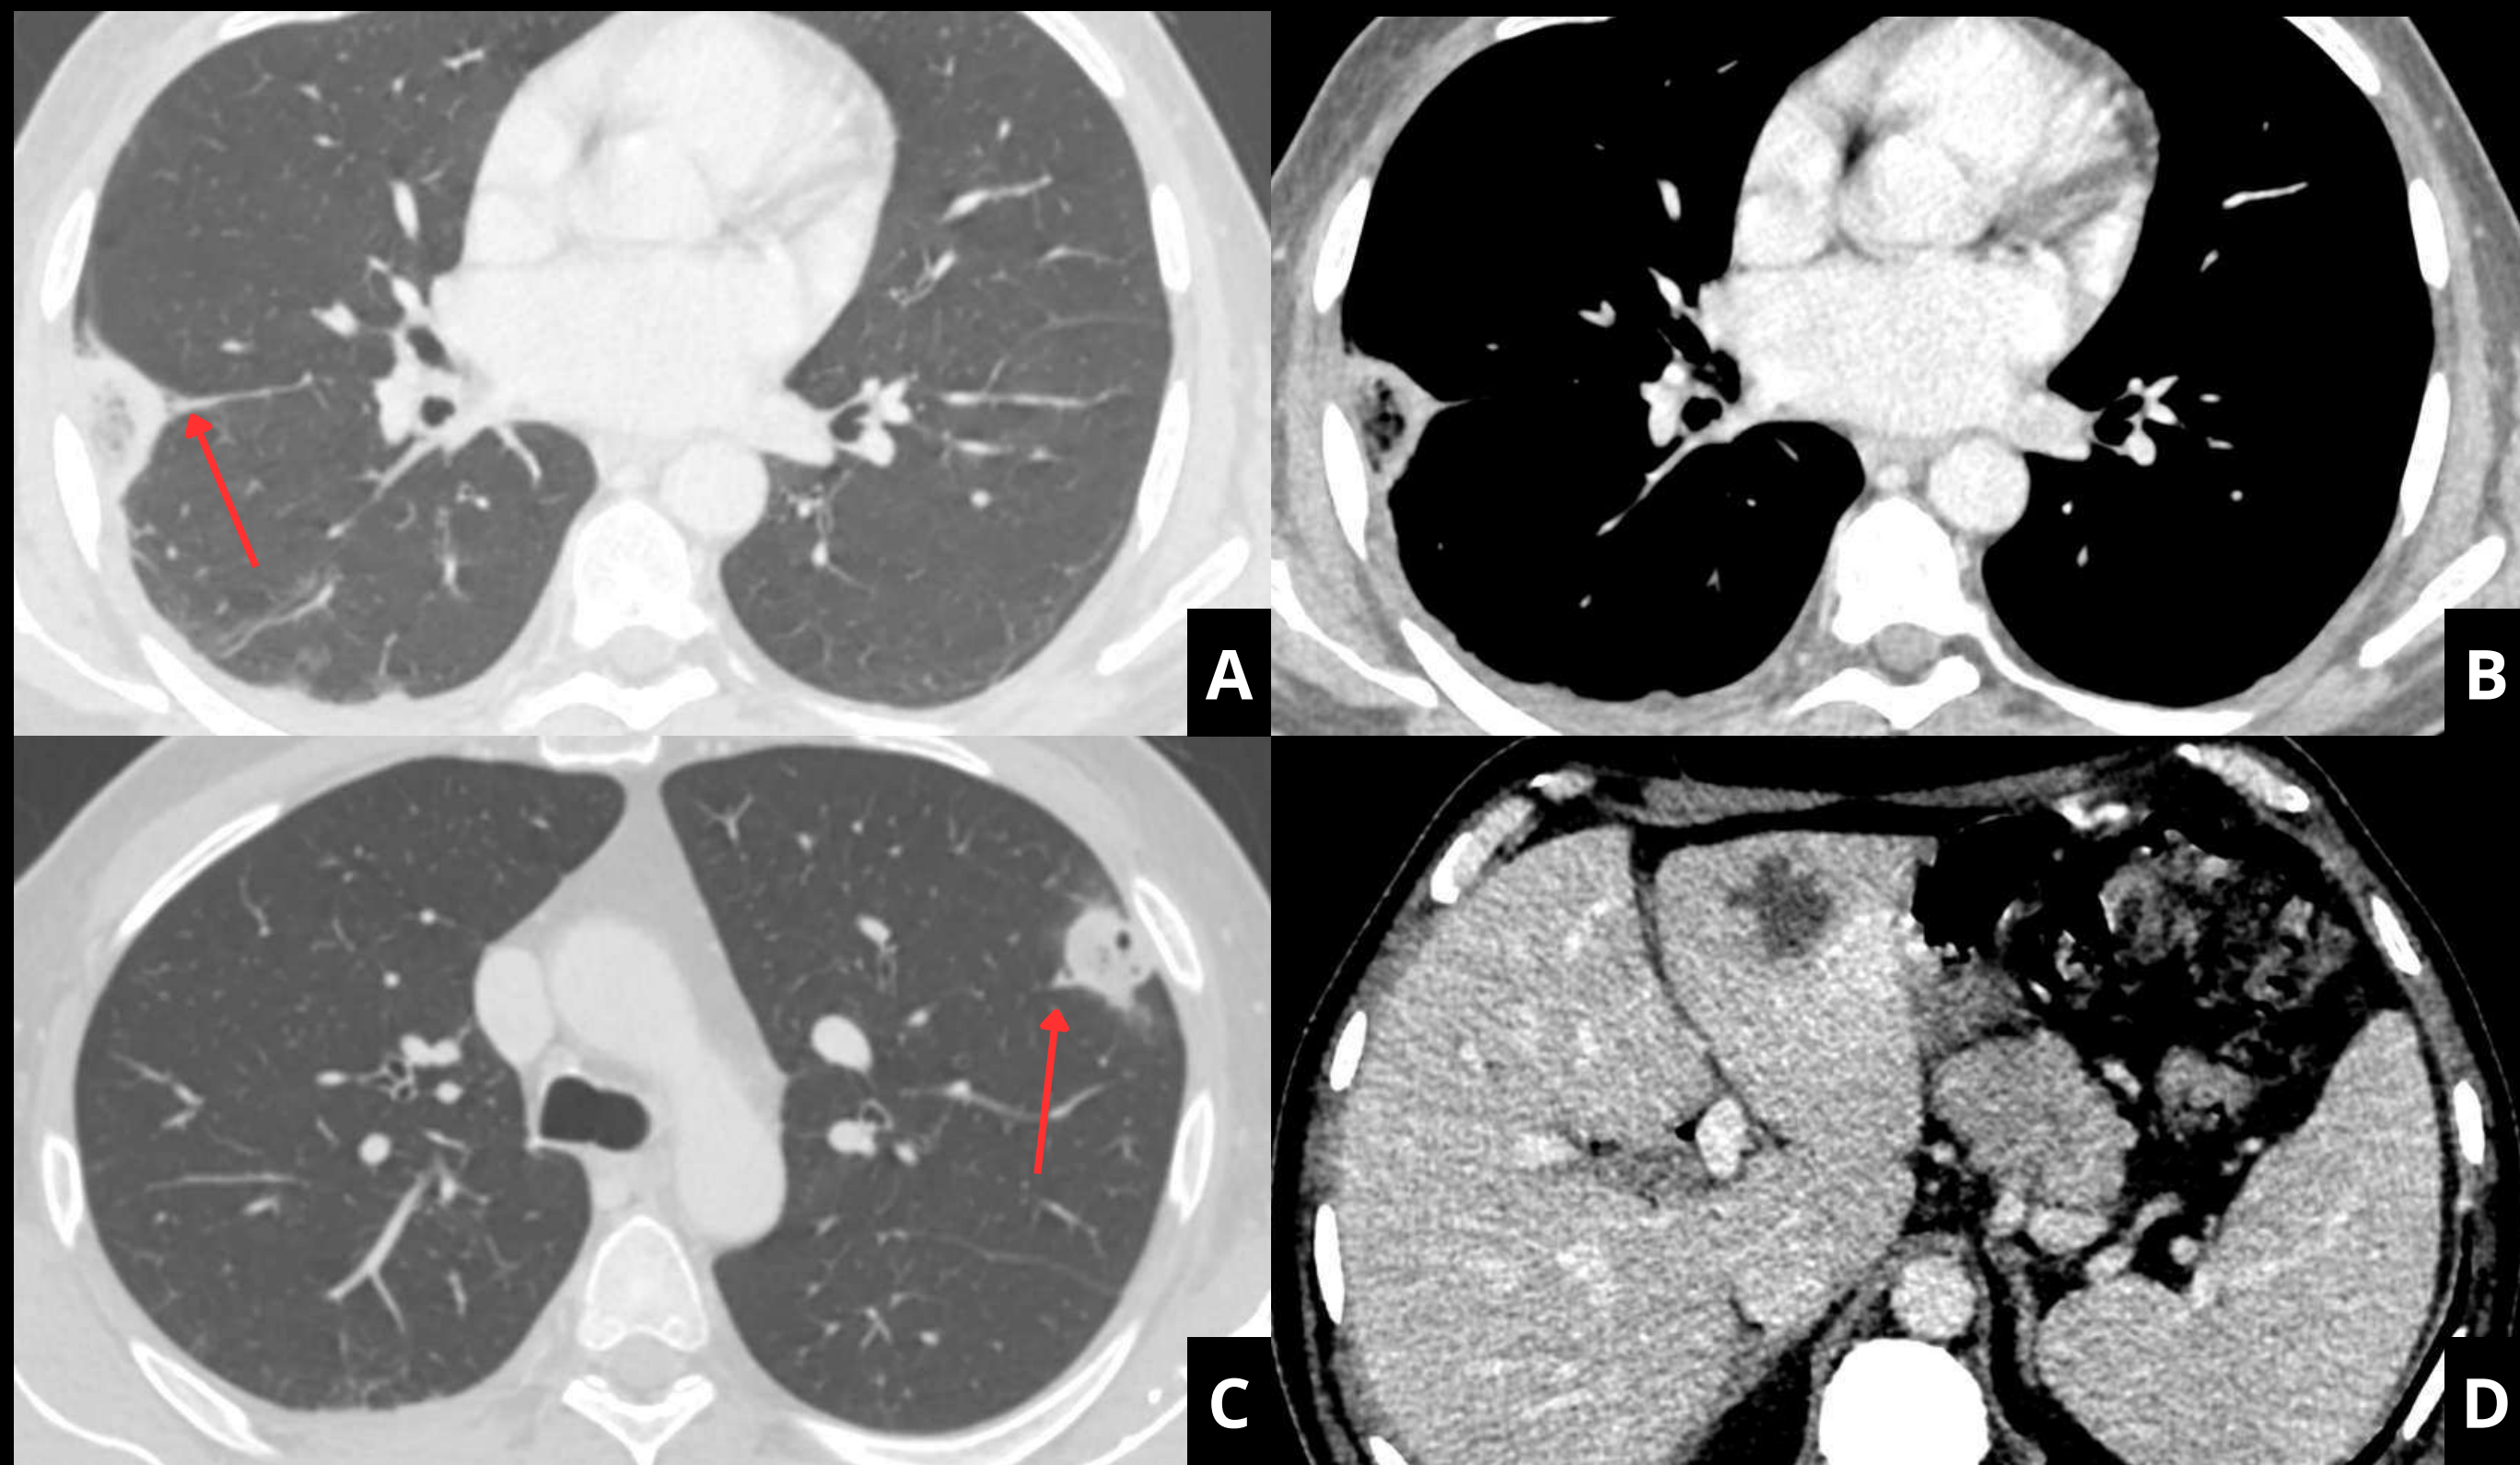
Paciente con antecedente de neoplasia de páncreas, que ingresa por fiebre sin foco. En la TC realizada se observa en LSD una lesión con signo del halo inverso y en LSI una lesión nodular cavitada. A ambos llegan ramas distales de venas pulmonares (flechas rojas). Además, presentaba una lesión compatible con absceso. A este paciente se le había colocado una endoprótesis biliar recientemente y se sugirió la posibilidad de émbolos sépticos, aislándose *Klebsiella pneumoniae* tanto en hemocultivo como en el absceso hepático.
